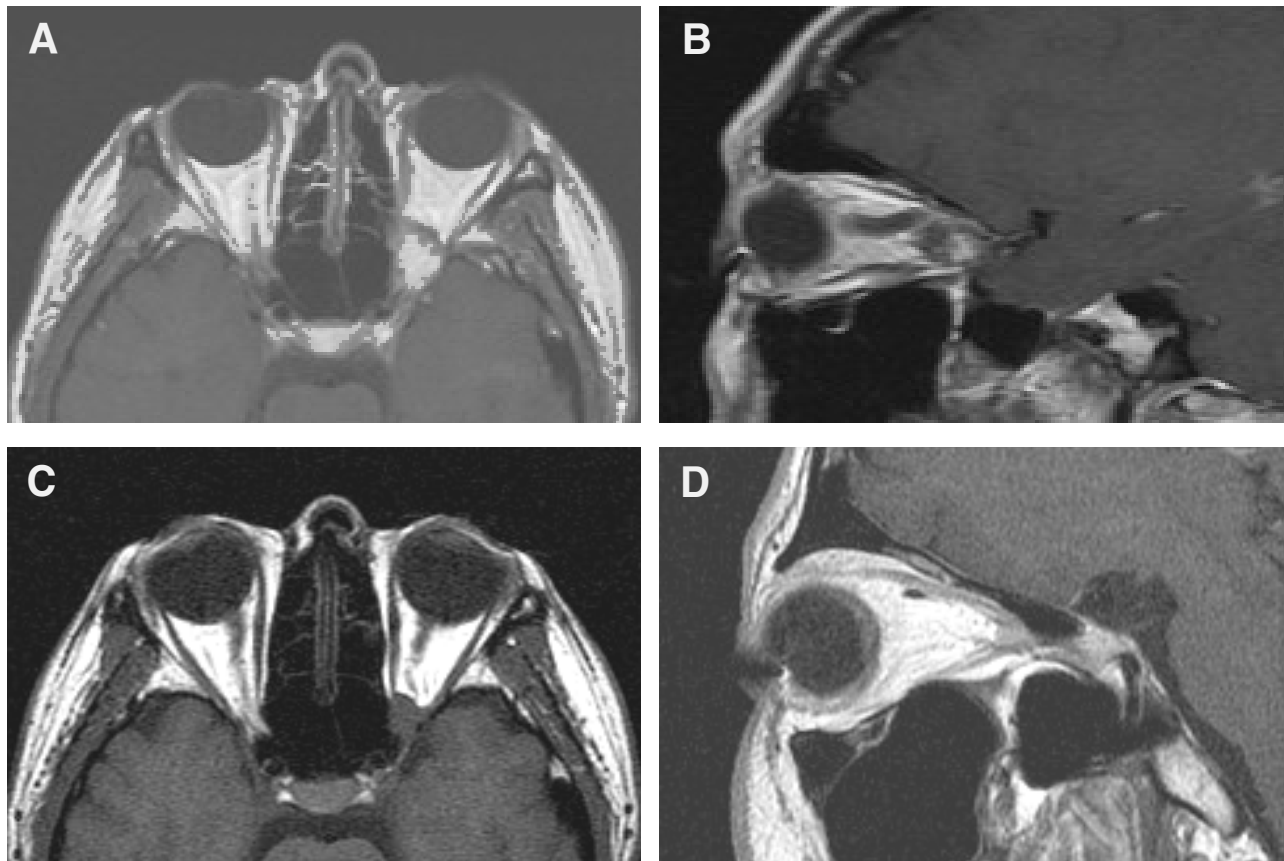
T1-weighted axial magnetic resonance image (A) and sagittal images (B) before radiosurgery in case 6 with cavernous hemangioma in the left orbital apex. Eighteen months after radiosurgery (C, D) the tumor volume is reduced.
